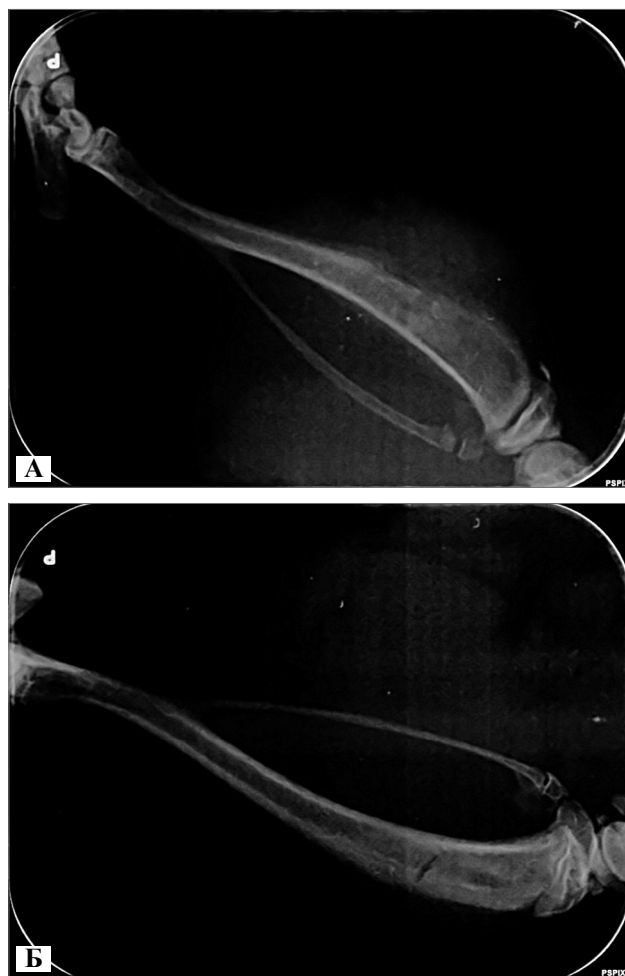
Рентгенограма великогомілкової кістки задньої лівої кінцівки щура 7 доба спостереження (а – контрольна група, б – експериментальна група)
